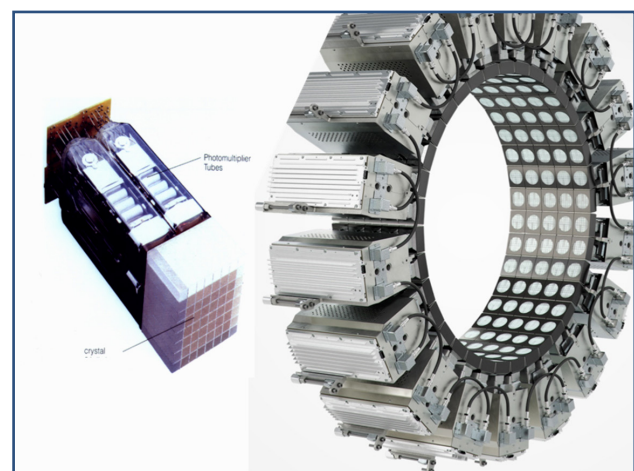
Estructura de un PET.
